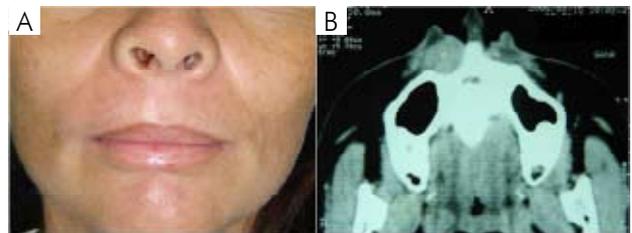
A: Exame extraoral: Observa-se discreta diminuição do sulco nasolabial; B: Tomografia Computadorizada: Lesão circunscrita de contornos regulares. Lateral à espinha nasal anterior.
